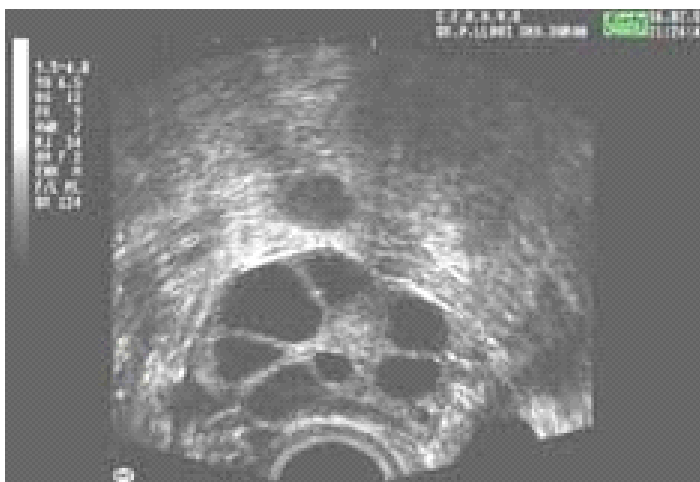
Ecografía de un ovario de una mujer estimulada con gonadotropinas donde se pueden apreciar varios folículos, de los cuales se medirá su diámetro.
